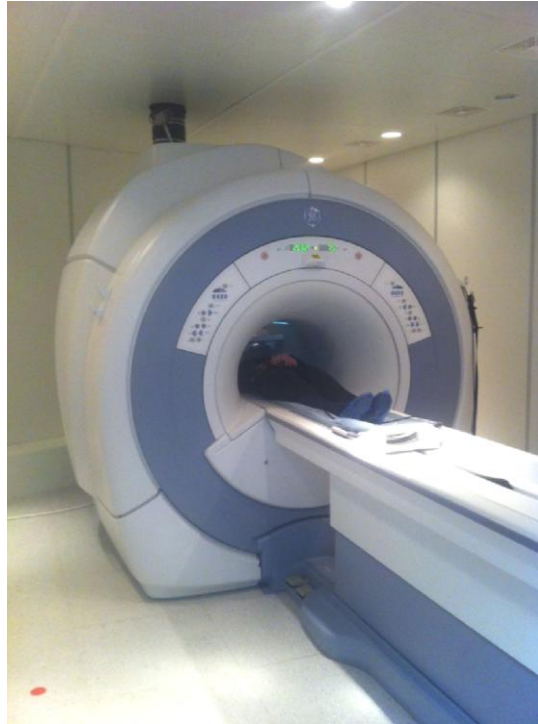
Проведение исследования на магнитно-резонансном томографе GE Brivo MR355
